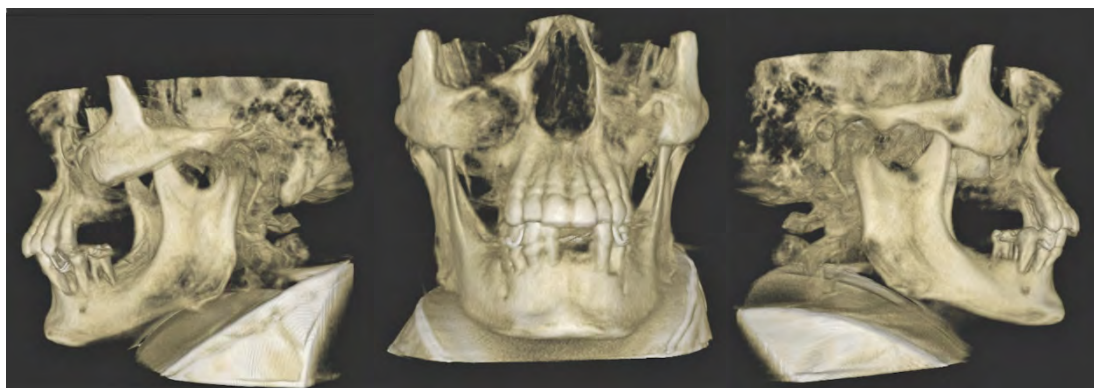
Pamjet e CBCT 3D të rekonstruktimit 3 dimensional para trajtimit
